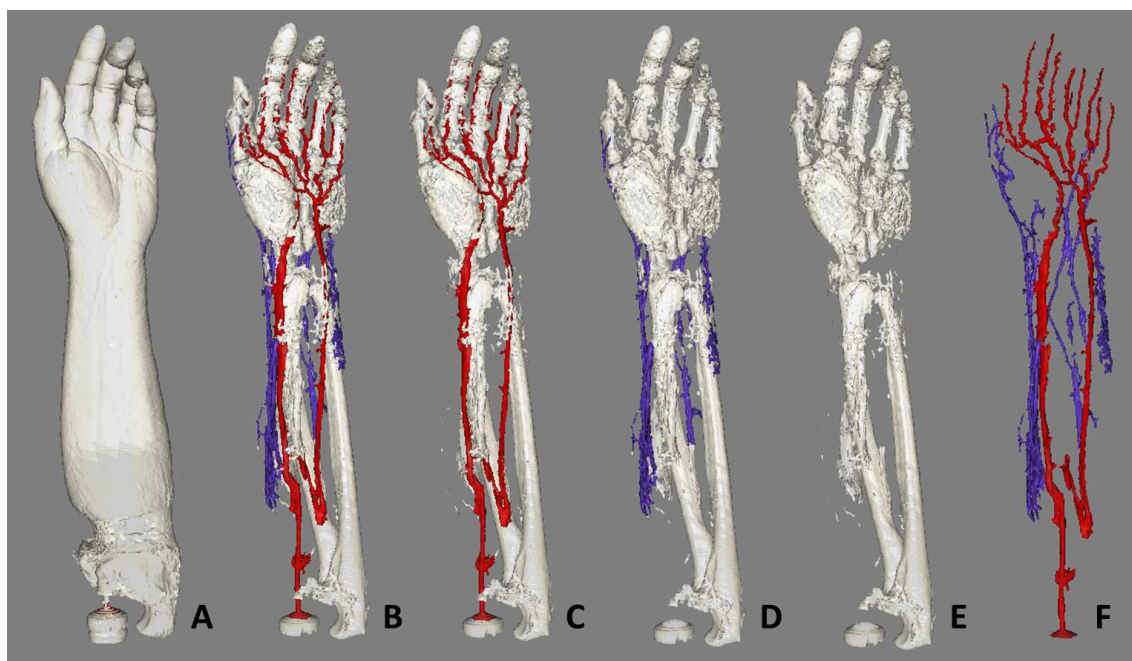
segmentación del modelo 3D de la extremidad izquierda 01 creado a partir de archivos DICOM de TAC. A) piel; B) huesos y sistema vascular; C) huesos y sistema arterial; D) huesos y sistema venoso; E) huesos; F) árbol arteriovenoso.
